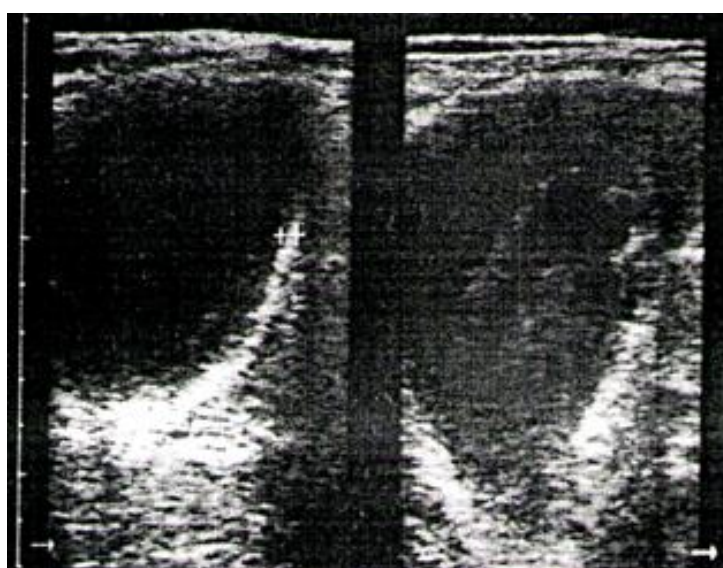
УЗИ. Острый холецистит. Эмпиема желчного пузыря.
